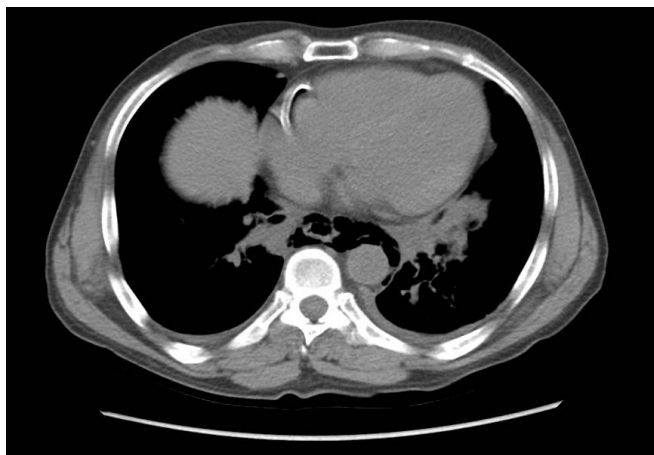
Imagen de TC donde se aprecia rotura esofágica distal y neumomediastino.
